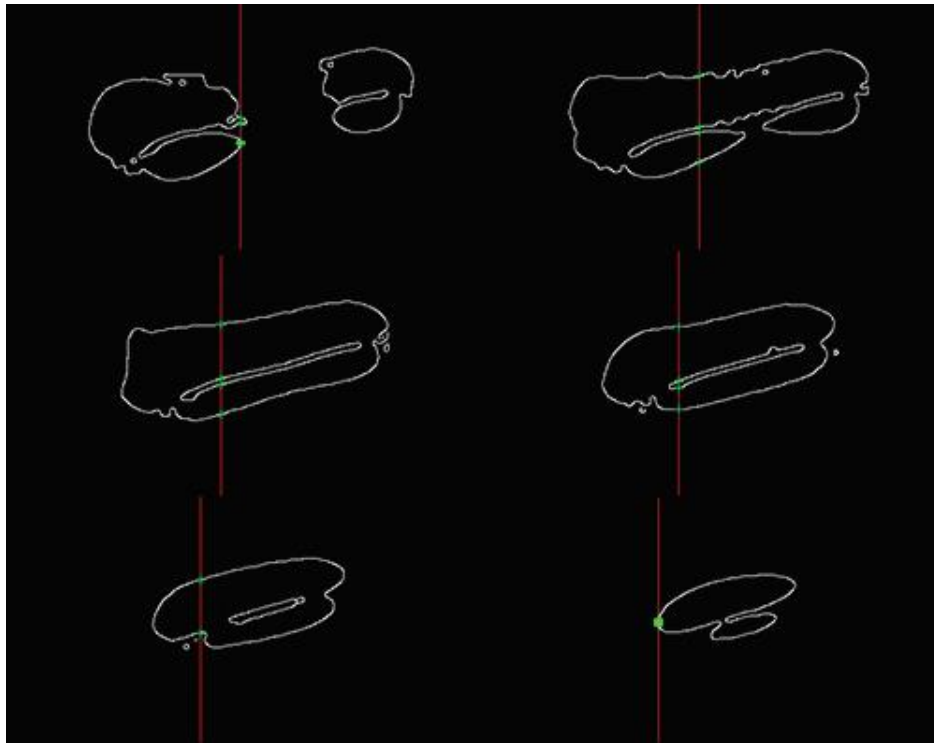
3 Obtención de los puntos de intersección (puntos verdes) a partir de las líneas de intersección entre el plano local de la sección y las tomografías pertenecientes al grupo (líneas rojas).
